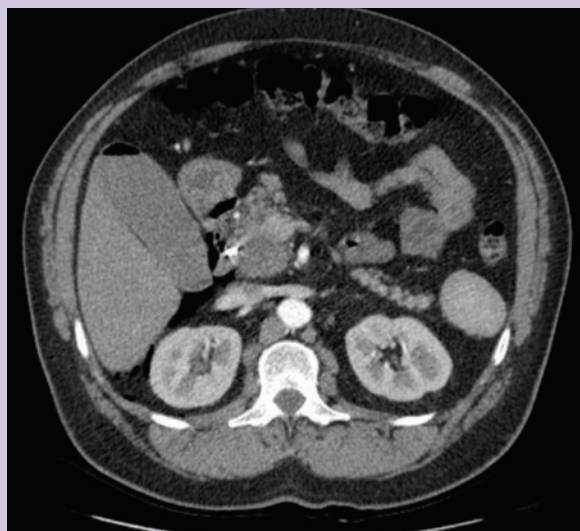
TC de abdome corte coronal em fase de equilíbrio, evidenciando ar na topografia de retroperitônio sem evidência de pneumoperitônio ou coleção abdominal.
